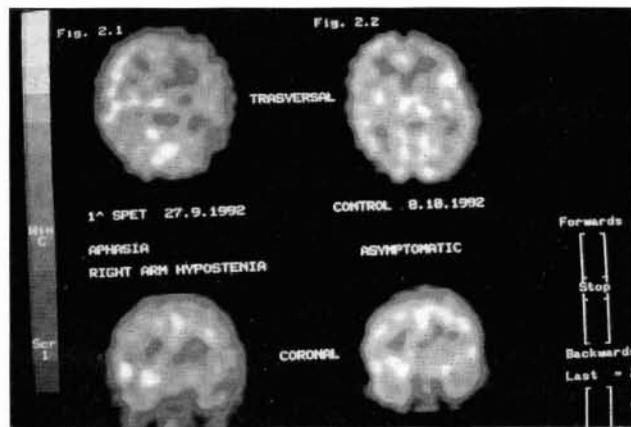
SPECT mostrando falta de perfusión tisular del hemisferio cerebral izquierdo y exámenes posteriores.
